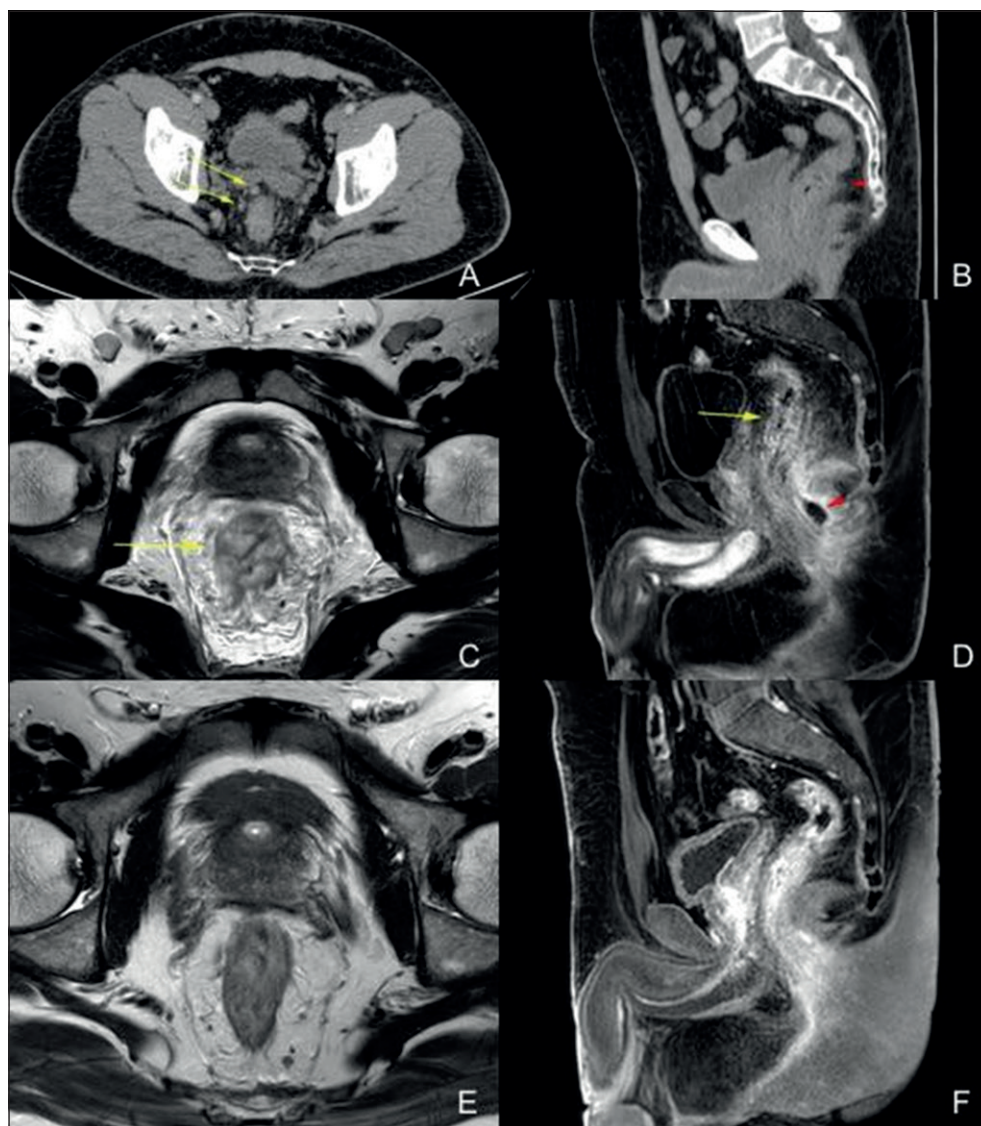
Imágenes radiológicas antes y después del tratamiento de *Chlamydia trachomatis*. A y B: Tomografía computarizada al momento del diagnóstico en fase portovenosa axial y reconstrucción MPR sagital. Engrosamiento parietal rectal acompañado de incremento en la densidad de la grasa mesorrectal (punta de flecha) y pequeñas adenopatías perirrectales (flechas). C y D: Resonancia magnética en T2 y T1 con contraste endovenoso muestra engrosamiento parietal rectal (flecha) junto con afectación de la grasa mesorrectal y aparición de un absceso perianal posterior (punta de flecha). E y F: Resonancia magnética de control postratamiento en T2 y T1 con contraste endovenoso que muestra significativa disminución del engrosamiento parietal rectal junto con resolución del compromiso de la grasa mesorrectal y del absceso perianal.
